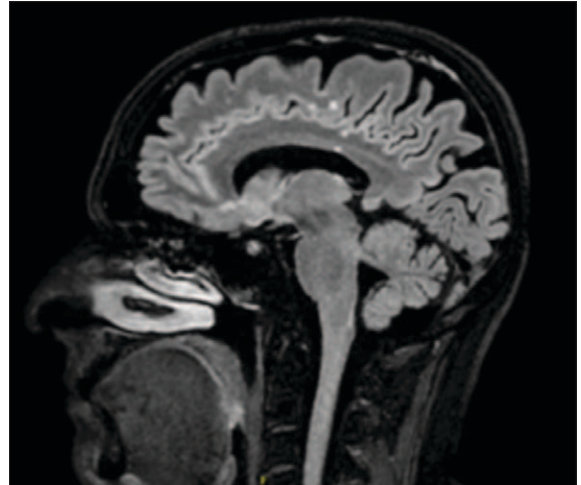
Brain MRI: sagittal T2 FLAIR FS images showing multiple white matter hyperintensities on T2/FLAIR, suggestive of demyelination, involving juxtacortical regions and the corpus callosum.
